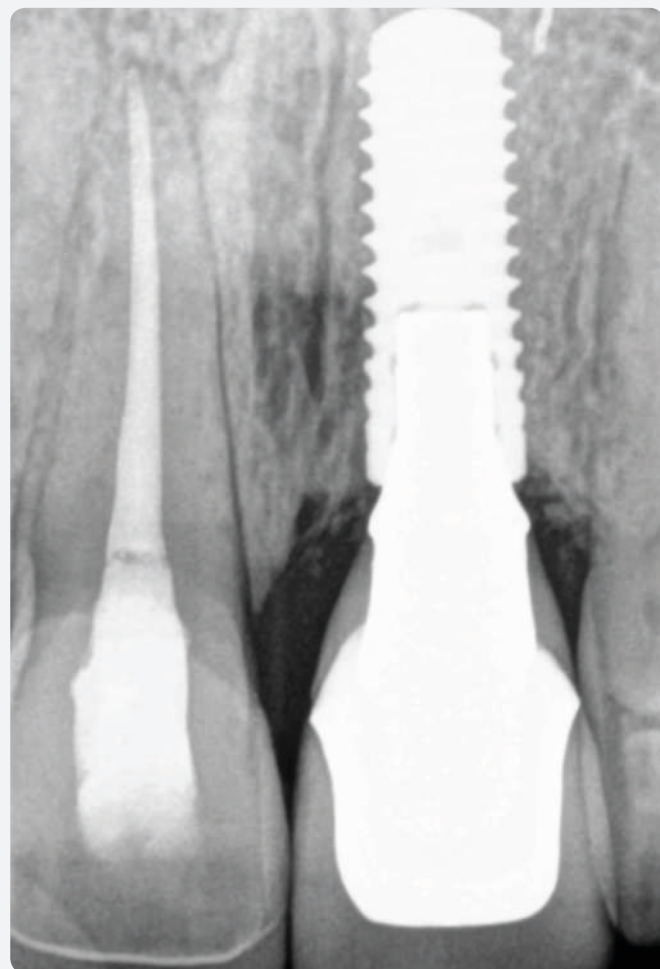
Radiografía periapical final.
